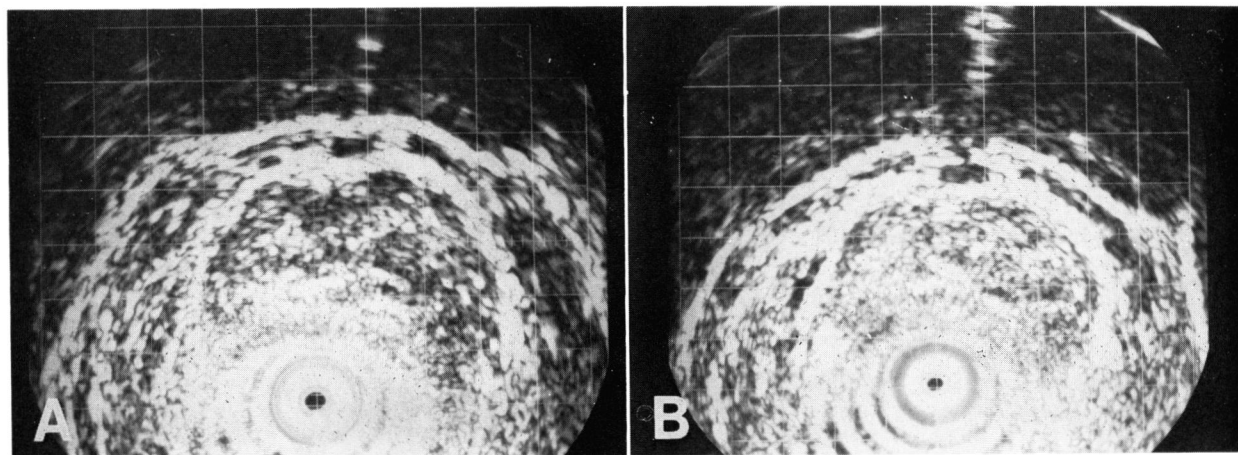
Ultrasonography (Case 6) (A) Pretreatment (B) Posttreatment
